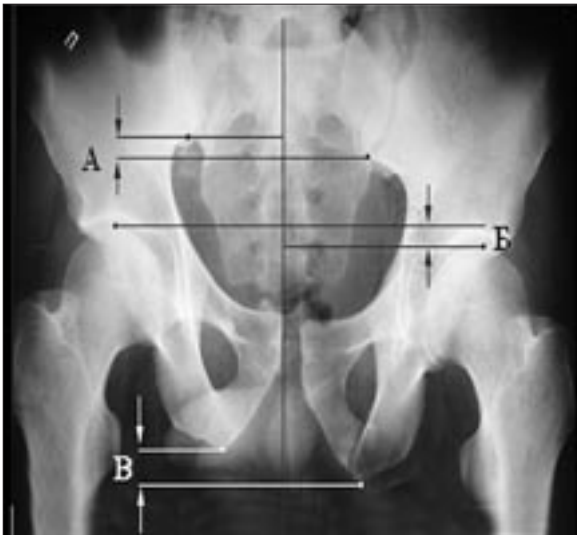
Рентгенометрия при повреждении костей таза: А – вертикальное смещение задних отделов таза; Б – асимметрия тазобедренных суставов; В – вертикальное смещение седалищных бугров.
